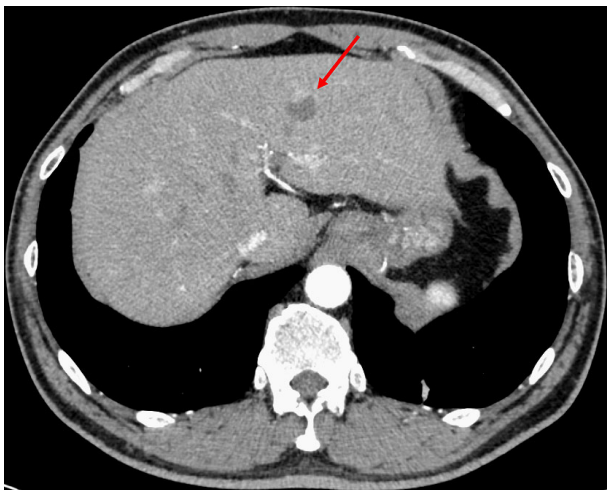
The reduction of the liver nodule detected by contrast-enhanced abdominal CT. The size of the single nodule in the left lobe of the liver gradually decreased over 1 month without any treatment.
